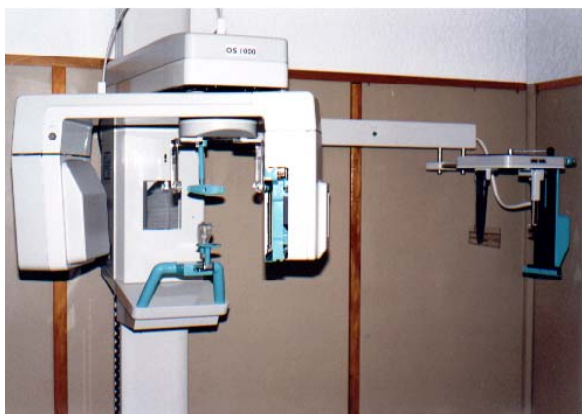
ORTOPANTOMÓGRAFO DIGITAL OS1000
